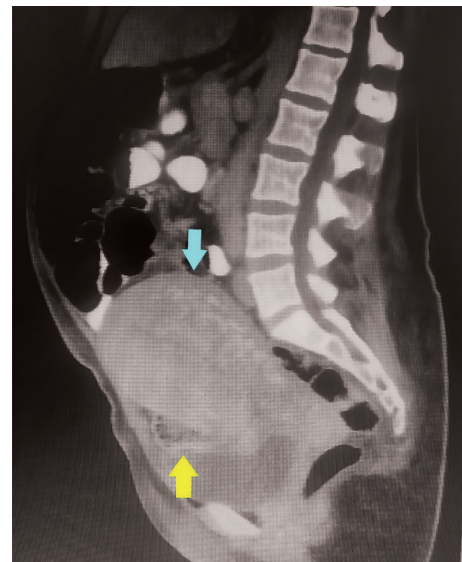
Visão coronal da tomografia computadorizada (seta azul=útero; seta amarela=gossipiboma)
